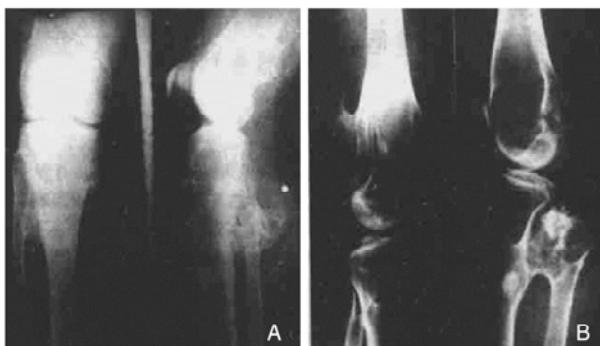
下肢骨X线片。A：右股骨骨端、胫骨骨端均可见多个骨质隆起，腓骨上端可见菜花样骨质突起，边缘清晰；B：左腓骨上端可见一突出于皮质的骨性肿块影。
